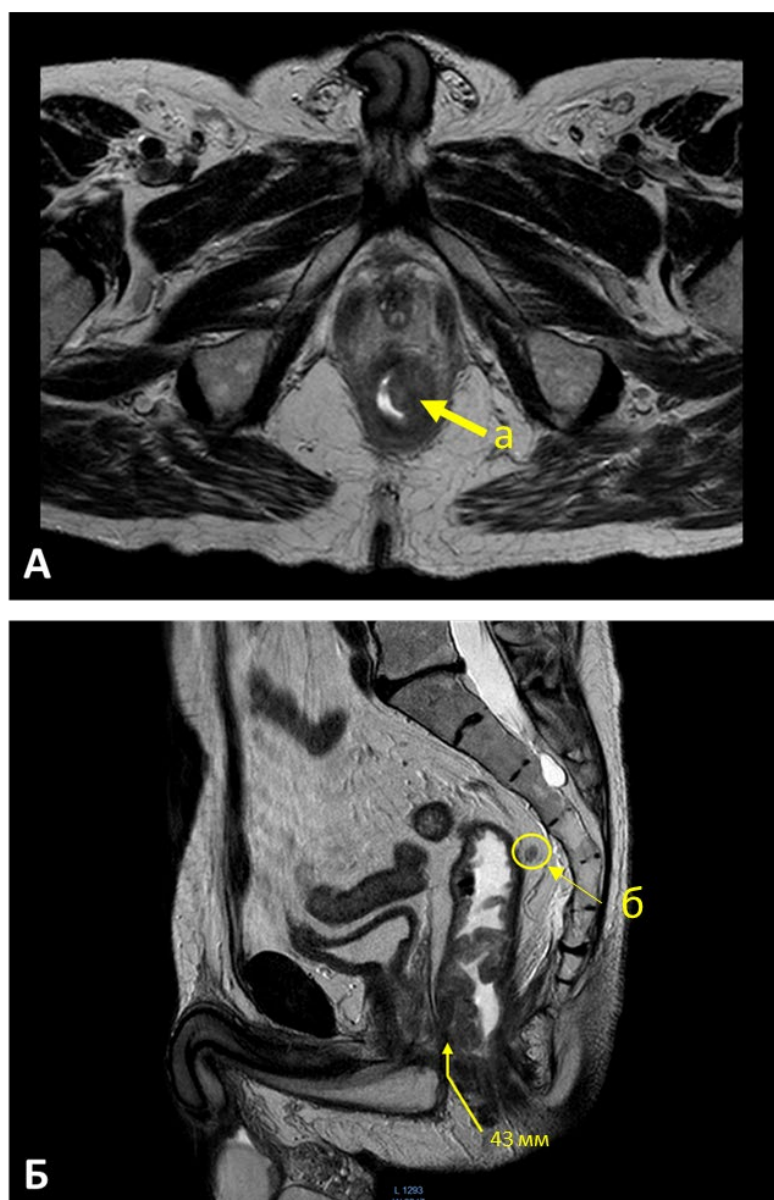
МРТ малого таза без усиления в аксиальной (А) и сагиттальной (Б) проекции больного 67 лет с диагнозом рак прямой кишки
